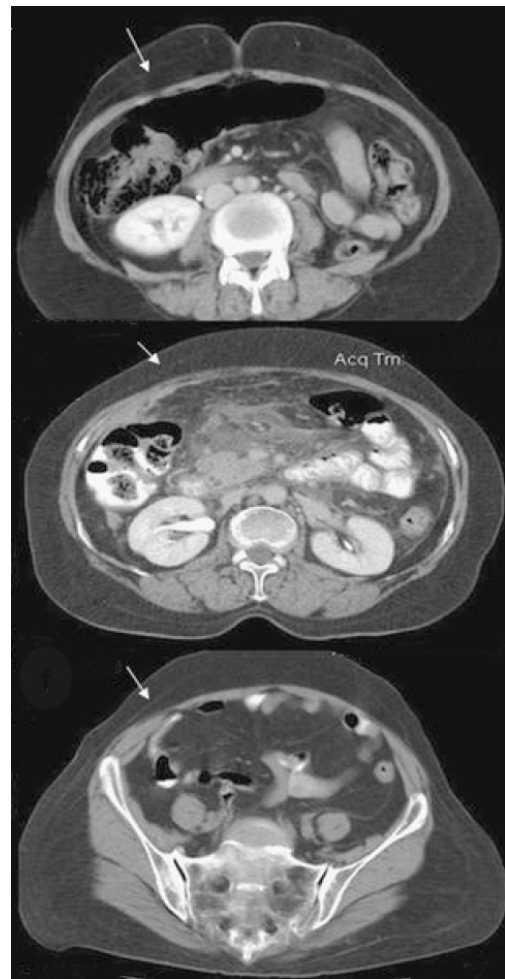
TC axial que muestra (flecha) la extensión horizontal de la capa membranosa de la fascia en tres niveles diferentes
